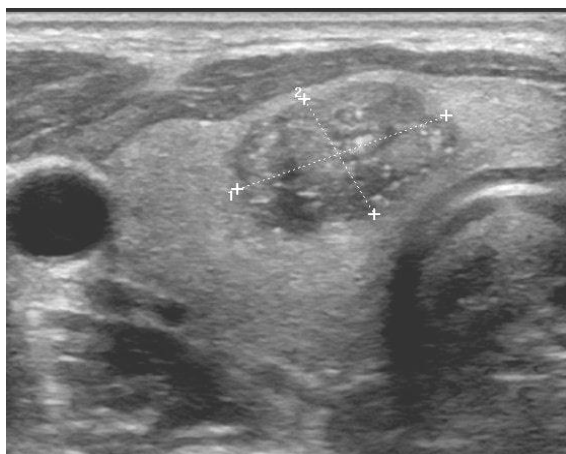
УЗИ диагностика при узловом и диффузном зобе
